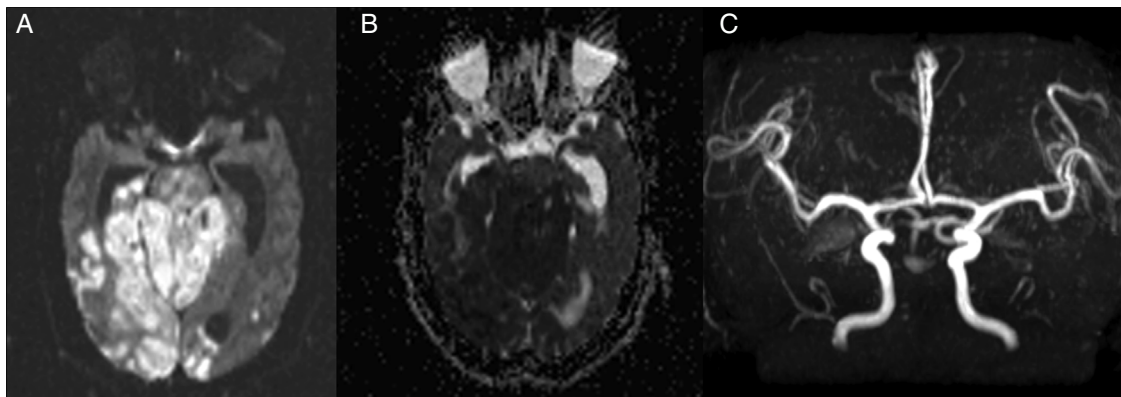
Resonancia magnética (RM) y angio-RM. A y B) Corte axial de secuencia de DWI y ADC, respectivamente, donde se observa extenso infarto isquémico agudo a nivel de protuberancia, cerebelo y occipital bilateral. C) Secuencia angio-RM donde se aprecia ausencia de flujo en la arteria basilar confirmando la retrombosis.
